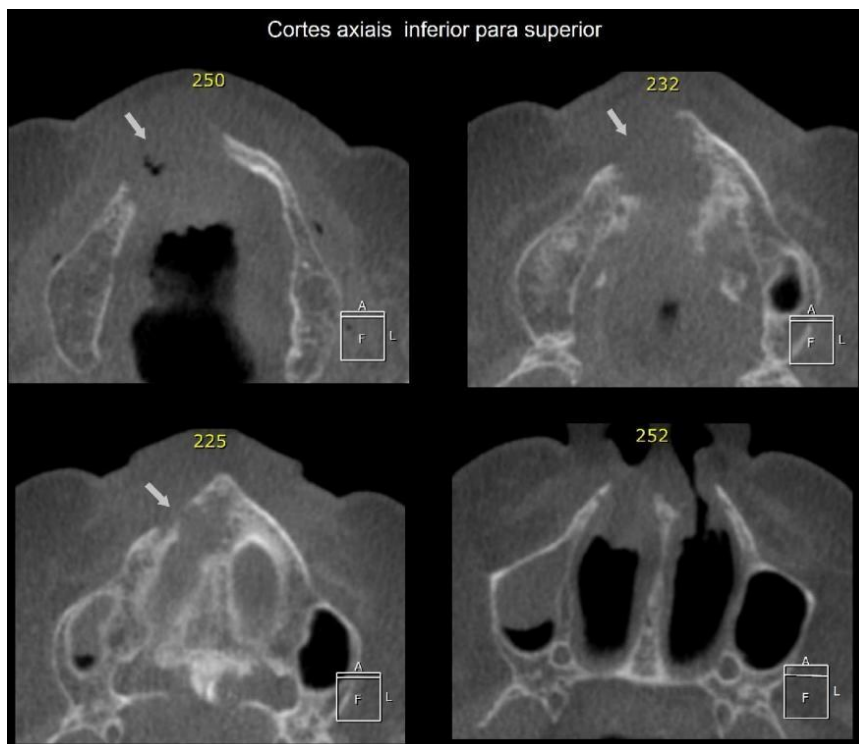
Tomografia computadorizada, corte axial, evidenciando imagem hipodensa na região anterior da maxila e rompimento do assoalho da cavidade nasal.
